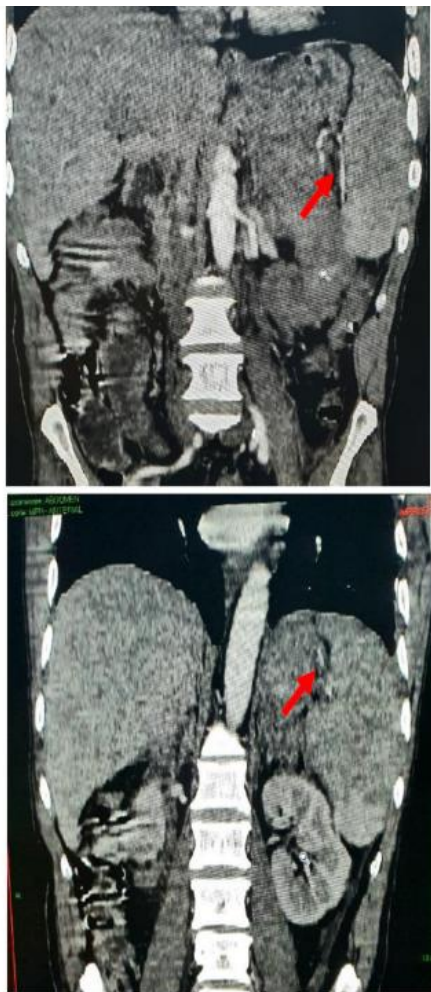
Abdominal CT-scan highlights spleen vascularization through short gastric and left gastroepiploic arteries.
